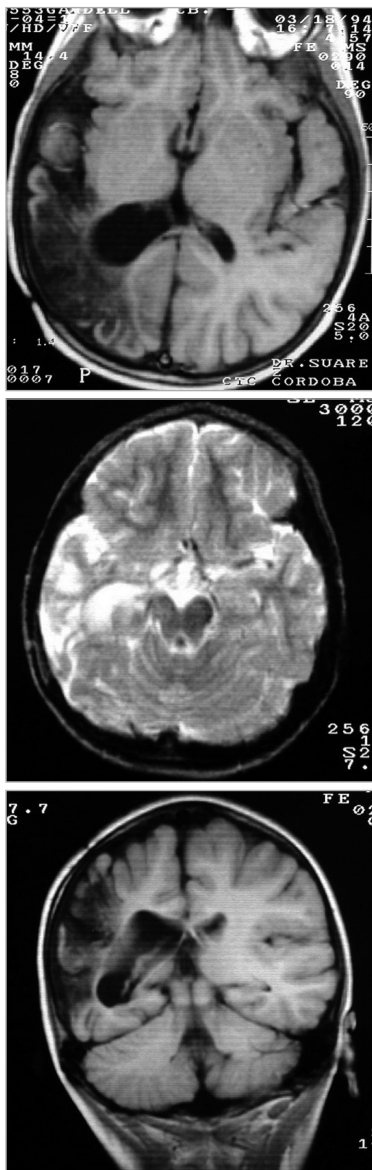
La RMN de encéfalo muestra la gran secuela córtico-subcortical tèmporo-parietal derecha que causa retracción y dilatación del cuerno temporal, carrefour y cuerno occipital derechos, además de borramiento y cambios en la intensidad de señal del esplenio del cuerpo calloso; se observa también asimetría de los pedúnculos cerebrales e hiperintensidad en la parte anterior del hipocampo con pérdida de volumen.
